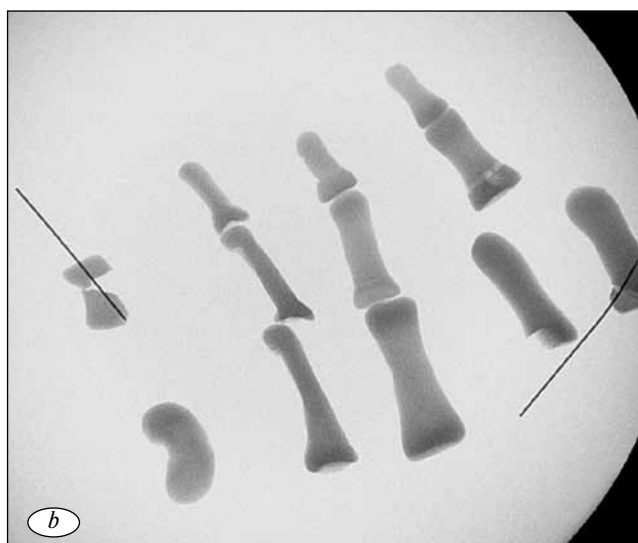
Модели костей кисти из полимерной глины (a); рентгенограмма моделей костей кисти (b)
